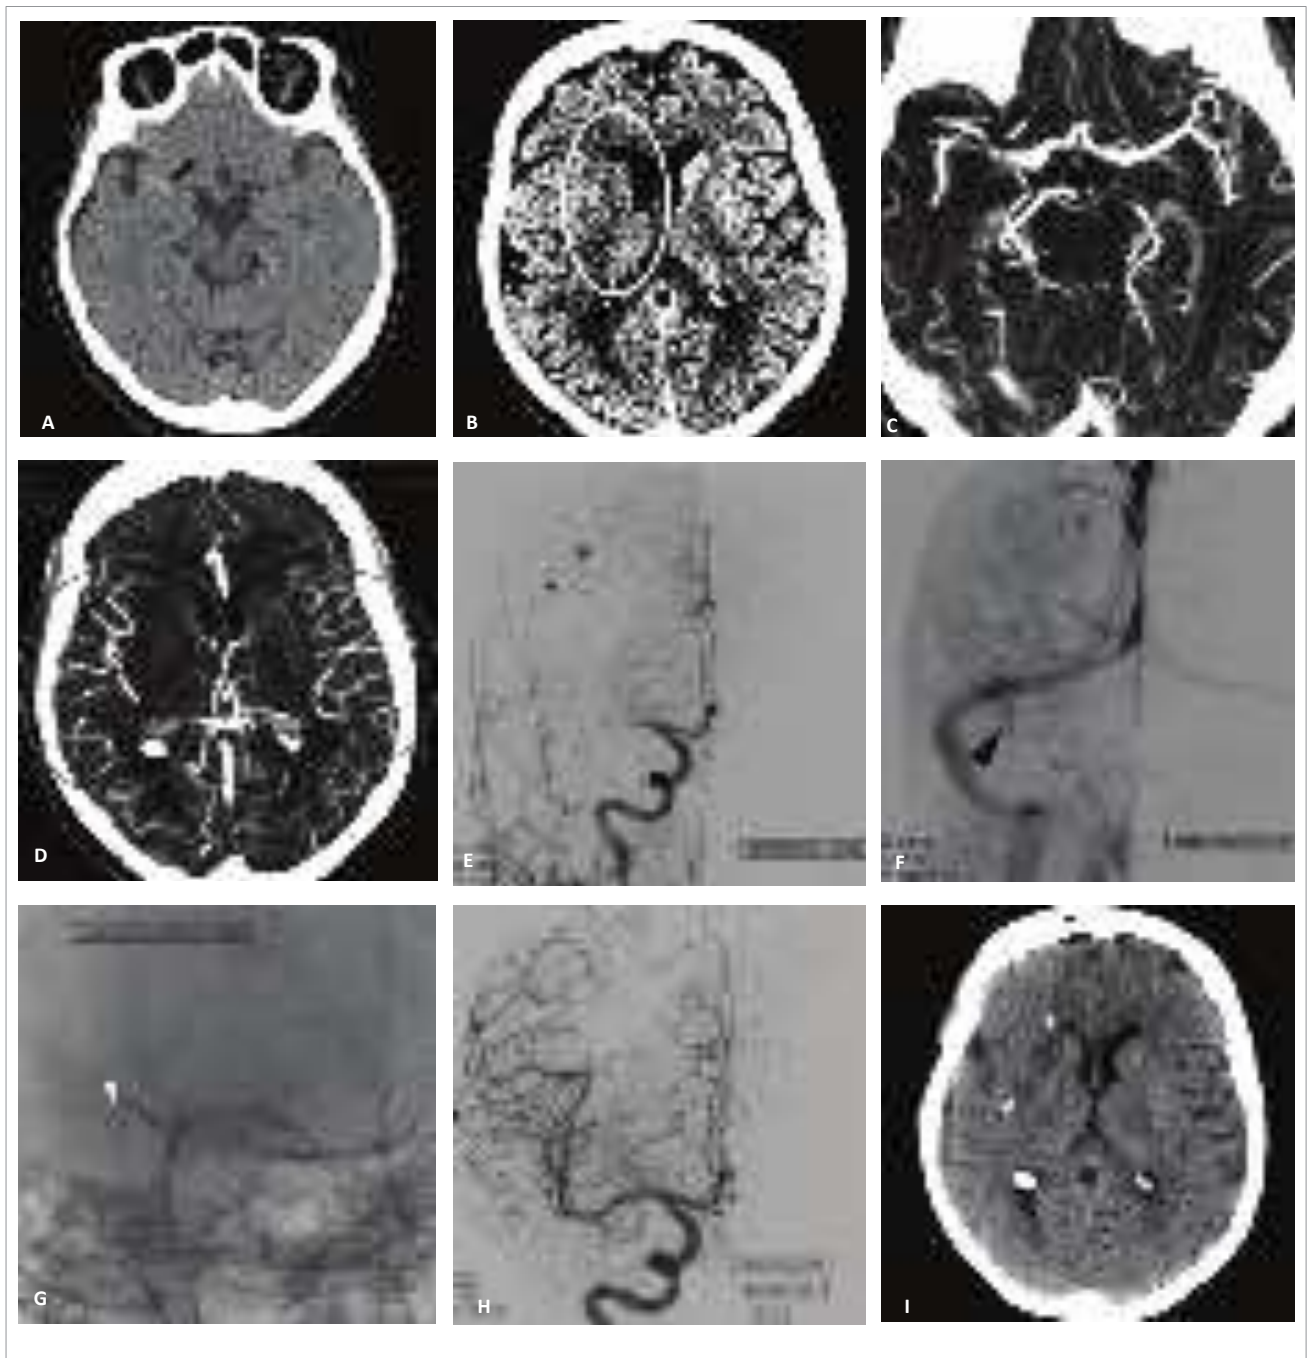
Trombectomia mecânica com recanalização TICI 3. Paciente do sexo feminino, 80 anos. Quadro de hemiplegia e disartria há quatro horas com NIH de 18. (A e B) Realizou TC de crânio sem contraste que evidenciou “sinal da artéria cerebral média hiperdensa” (seta branca) e áreas com sinais de isquemia recente na região capsulonuclear (asteriscos brancos) melhor caracterizada com a técnica de janela fechada para avaliar tomografias. (C e D) A ângio-TC demonstra oclusão do terço médio do segmento M1 da ACM direita (seta branca). Há boa rede de colaterais piais para o território ocluído. (E e F) A angiografia realizada pela carótida comum direita demonstra oclusão de M1 e boa rede de colaterais piais provenientes da artéria cerebral anterior ipsilateral (asteriscos pretos), nota-se a ACM contrastada retrogradamente por essa rede de colaterais (cabeça de seta preta). (G) Realizada a trombectomia mecânica com *stent retriever* (a cabeça de seta branca aponta os marcadores distais do stent). (H) Após a trombectomia mecânica, obteve-se recanalização total da ACM e de seus ramos (TICI III). (I) TC de controle do dia seguinte demonstra definição de área isquêmica em região capsulonuclear (cabeças de seta branca). A paciente evoluiu bem com recuperação total de seu quadro neurológico.
